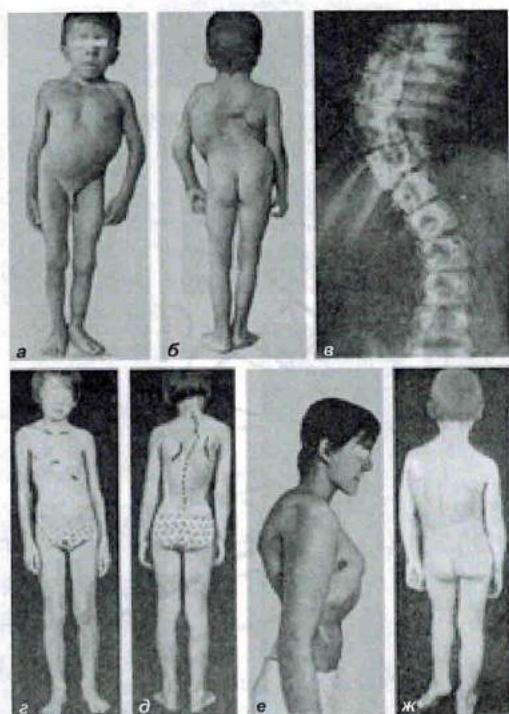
Виды сколиоза: а-в – врожденный: (а – вид спереди; б – вид сзади; в – рентгенограмма больного ребенка); г, д – сколиоз на почве перенесенного полиомиелита (г – вид спереди; д – вид сзади); е – рахитический кифоз; ж – статический сколиоз.
